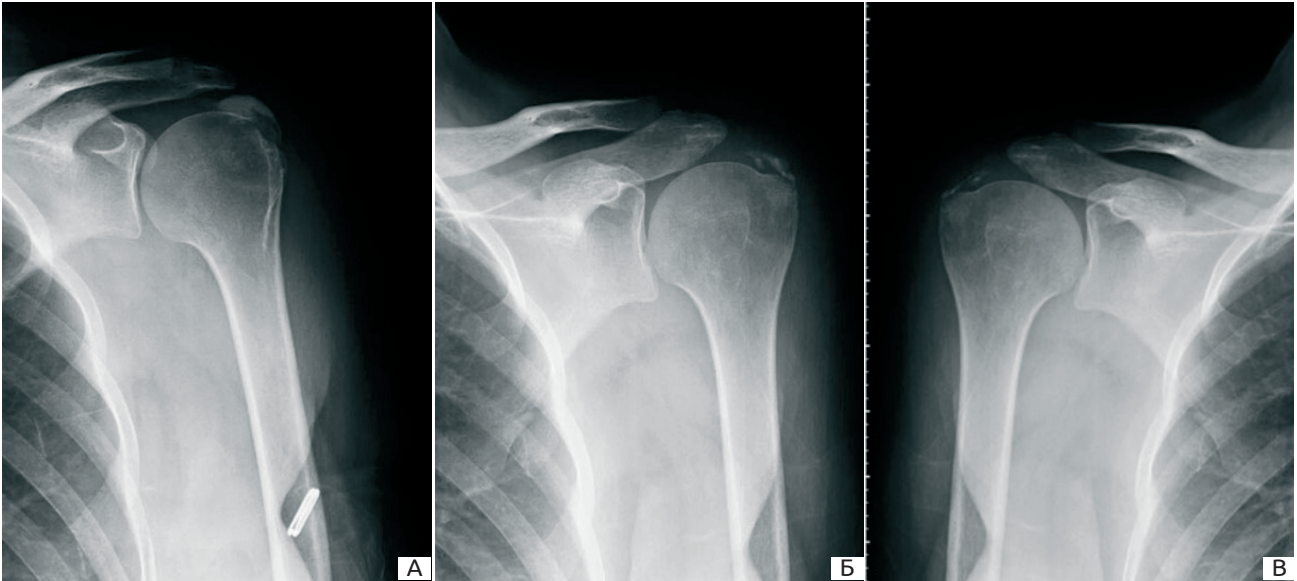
Рентгенологічна оцінка кальцифікуючого тендиніту згідно з класифікацією Gärtner J., Neuberger A.: А – I тип кальцинатів; Б – II тип кальцинатів; В – III тип кальцинатів.
